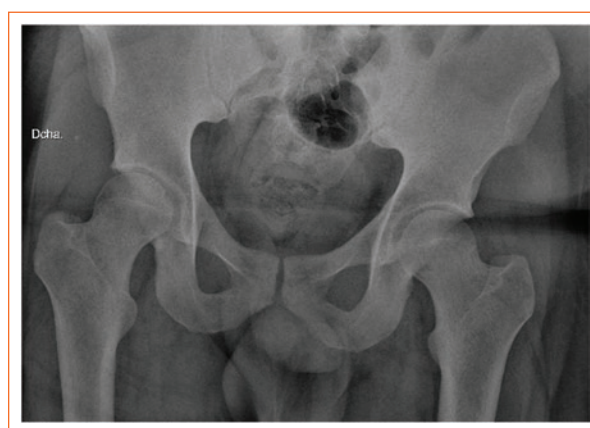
Anteroposterior (AP) pelvic X-ray. Adequate joint congruence is noted after reduction of the bilateral hip dislocation.
